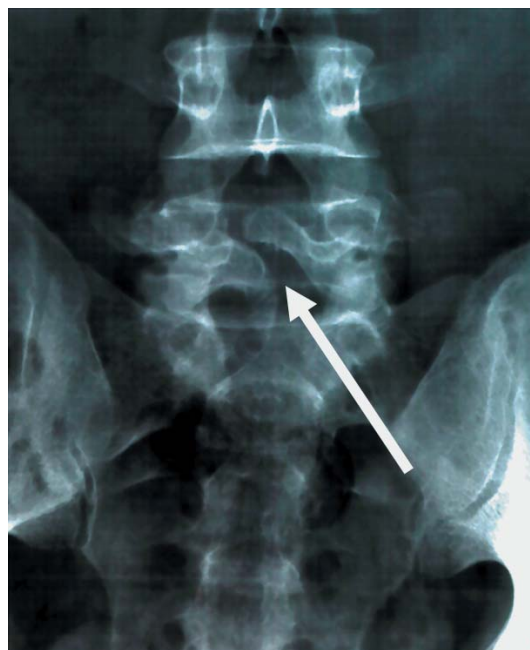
◀ A.-p.-Röntgenaufnahme bei Spondylolyse: eine begleitende Spaltbildung im Bogen von LWK 5 (Pfeil) ist deutlich erkennbar
